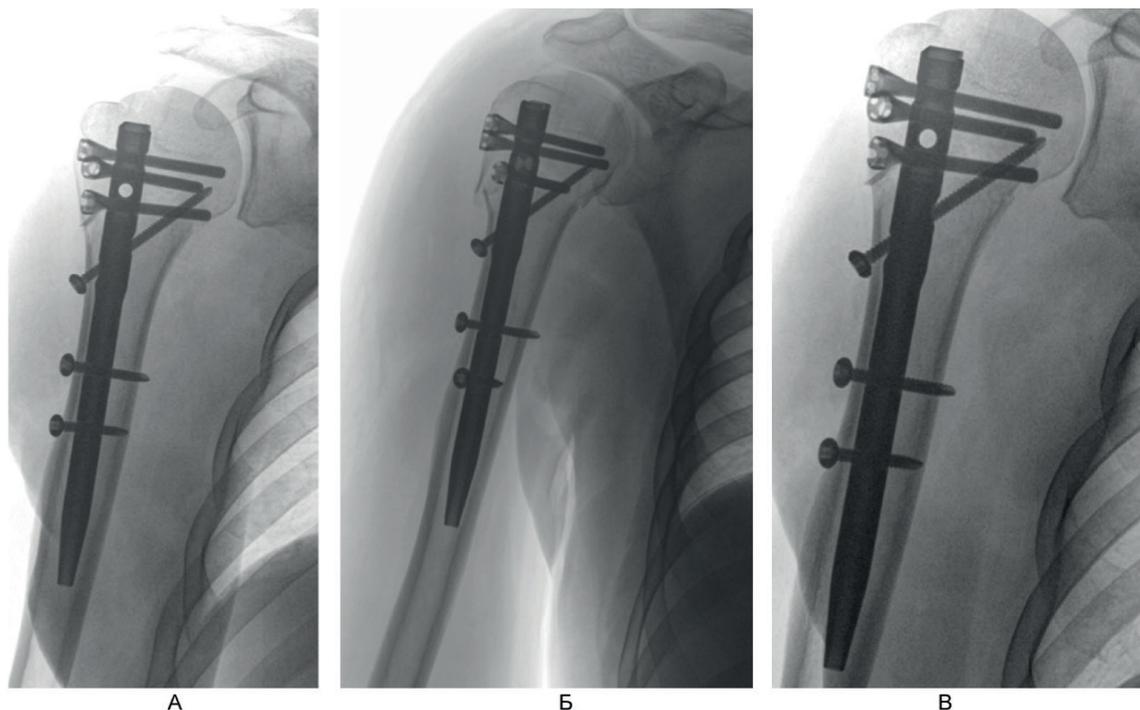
Больной А., 50 лет. А, Б – рентгенография на 1-е сутки после операции; В – через 6 мес после операции.
